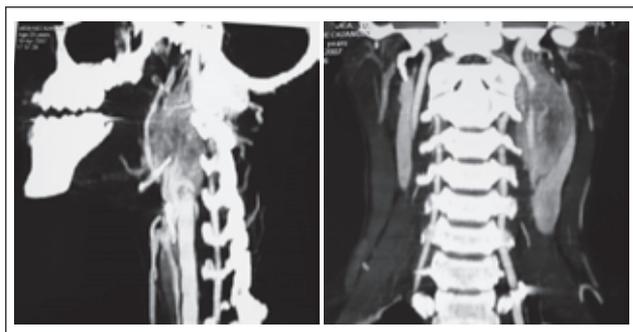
КТ-ангиография. Хемодектома бифуркации левой общей сонной артерии
